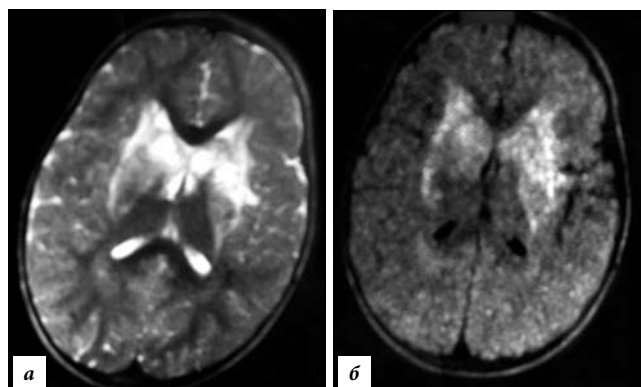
МРТ головного мозга больного К., 11 лет. Аксиальная проекция.
